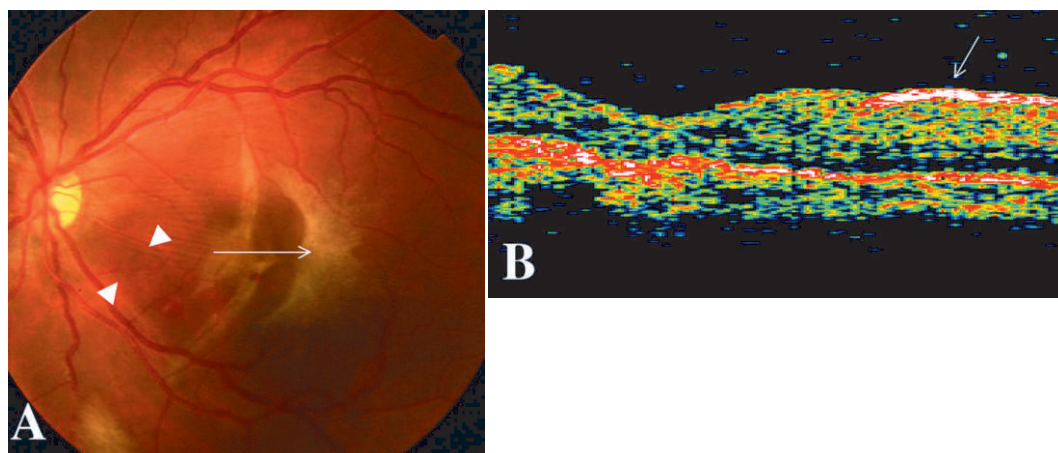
受傷 3 週間後の左眼眼底写真と optical coherence tomography (OCT) スキャン像。
